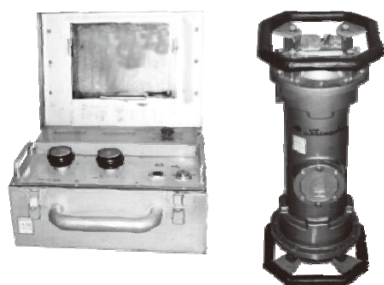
Shimadzu portable X-ray source, WELTES [1].
